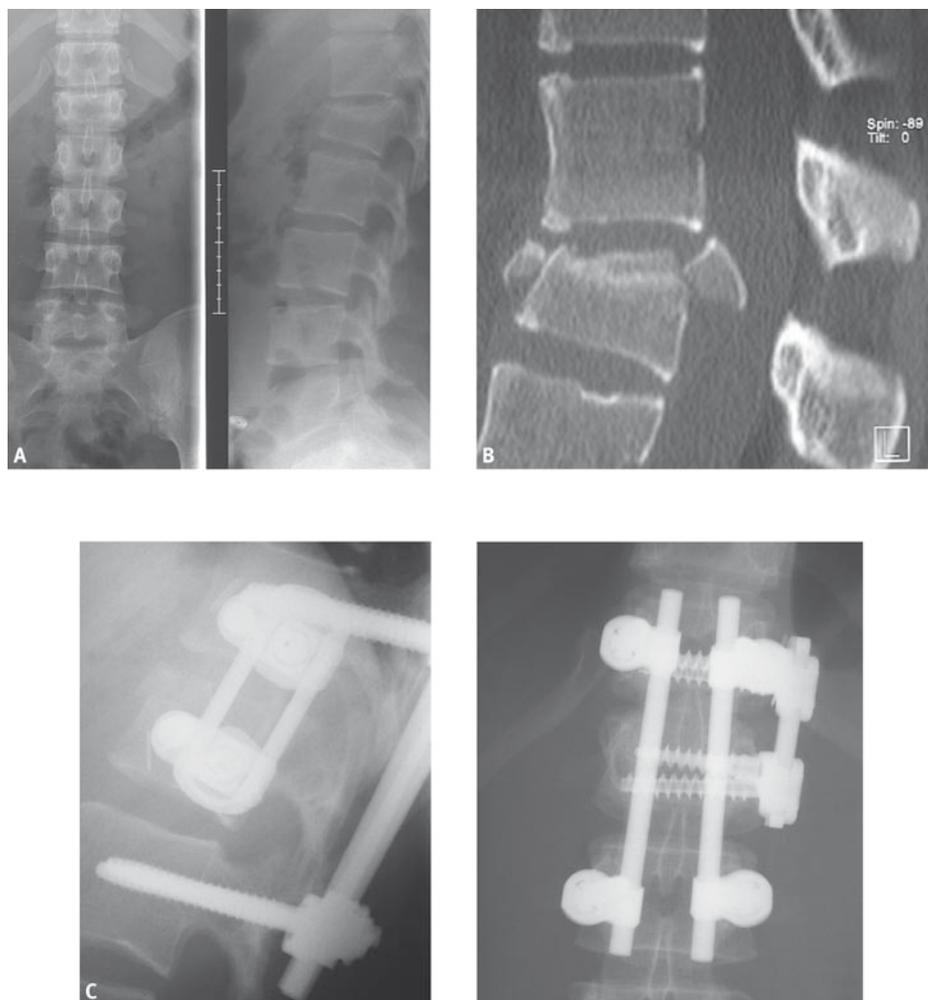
LWK1 Fraktur B1.2, w, 22 Jahre, Z.n. Verkehrsunfall, zweizeitige Versorgung. Kein neurologisches Defizit. A: Unfallaufnahmen, B: CT mit sagittaler Rekonstruktion. C: Z.n. 360°-Versorgung. Fixateur interne, monosegmentale, minimal invasive ventrale Spondylodese mit Beckenkammspan und winkelstabilem Plattensystem.
